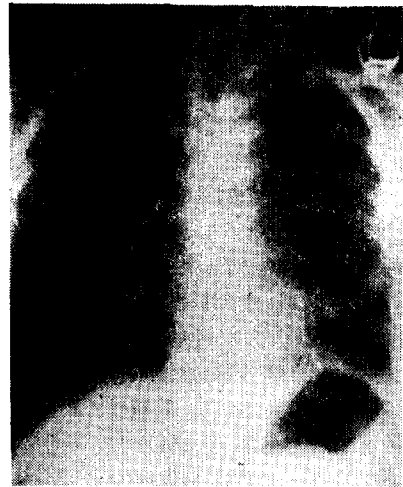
Post-operative chest X-ray film. Complete re-aeration of the left lung is seen.
